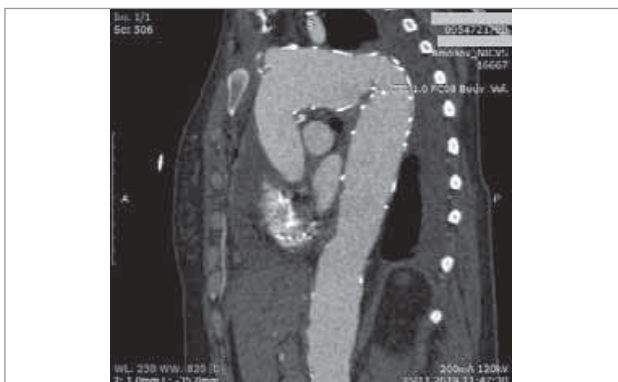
КТ-зображення після оперативного лікування
